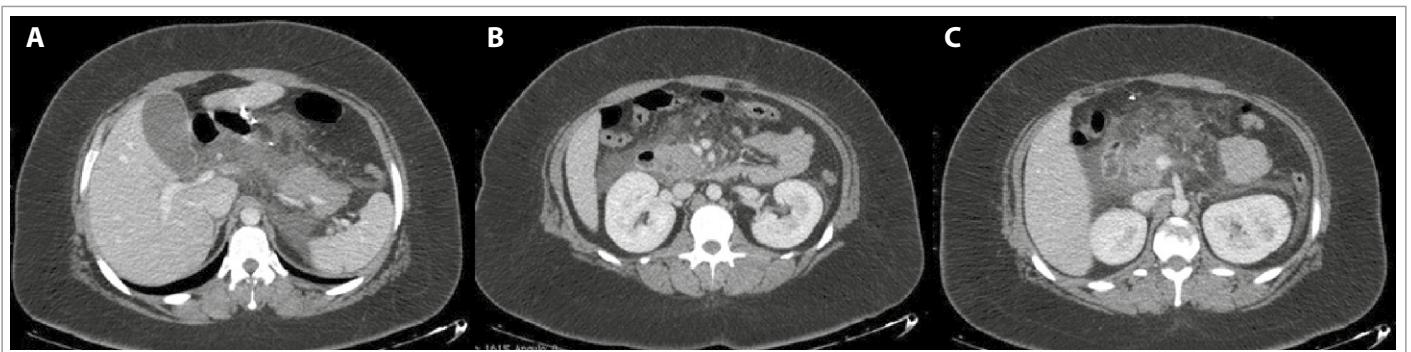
Colección peripancreática aguda. TC de abdomen y pelvis con uso de contraste en fase portal. Tanto en imágenes A, B como en C se observa colecciones líquidas peripancreáticas múltiples a distintos niveles.
